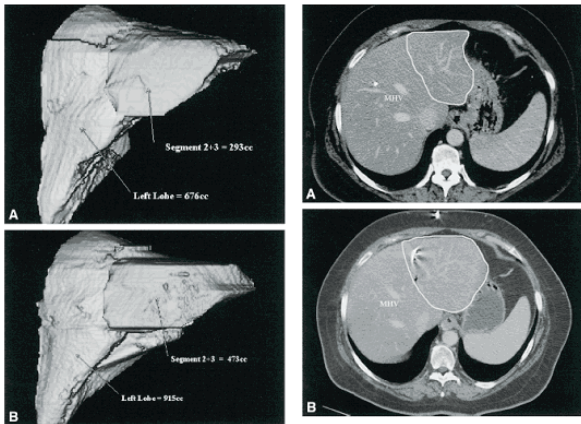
CT volumetry of the liver before and after PVE in a patient with cholangiocarcinoma CT scans demonstrating the size of the left lateral segment before(A) and after(B) PVE in a patient with cholangiocarcinoma
